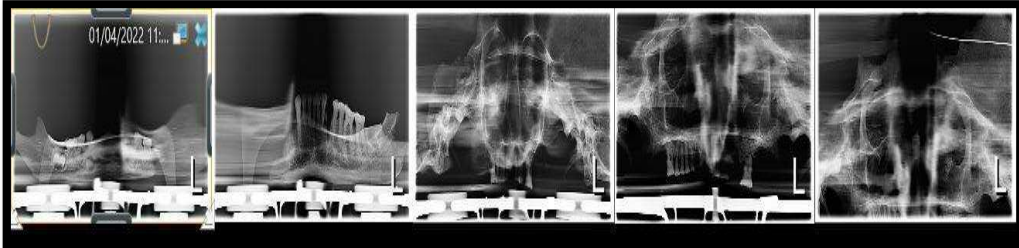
Ortopantomografía sujeto 88.
